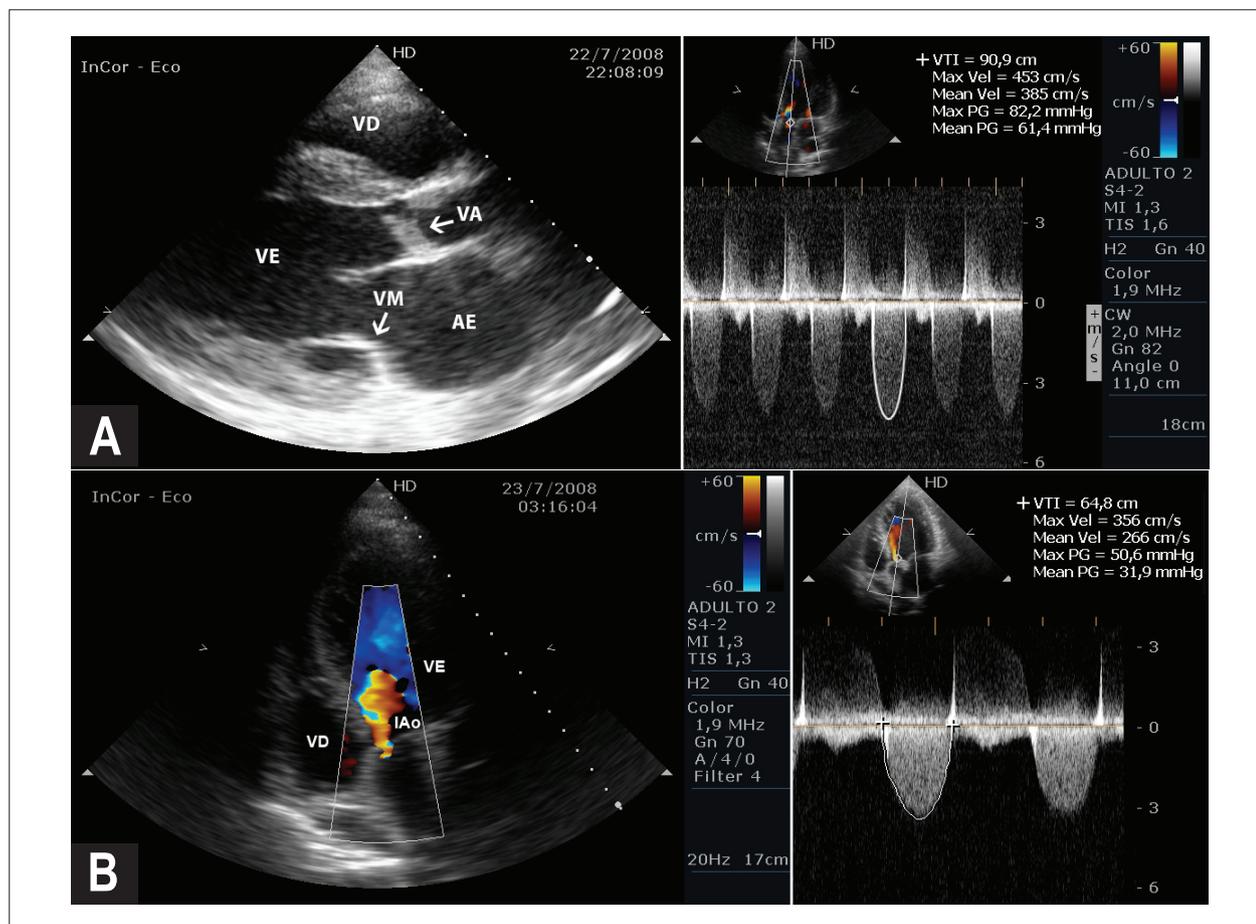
Ecodopplercardiograma antes e 1B após a valvoplastia aórtica percutânea.
